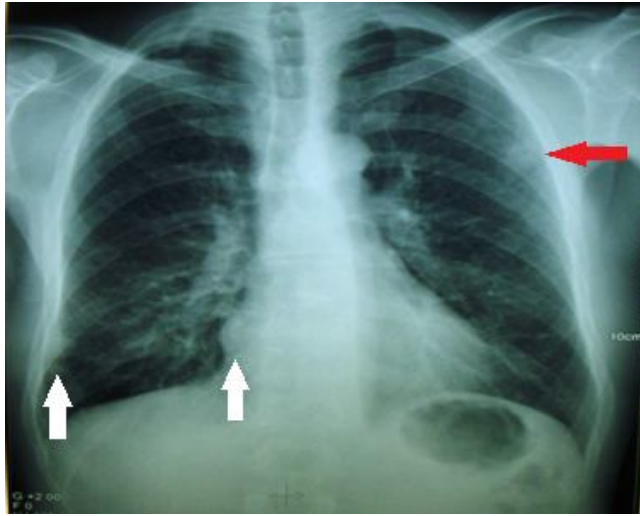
Radiographie thoracique montrant un nodule pleural apical gauche de contours spiculés (flèche rouge) et deux nodules droits (flèches noires) associés à un syndrome interstitiel bilatéral diffus fait d'opacités linéaires
